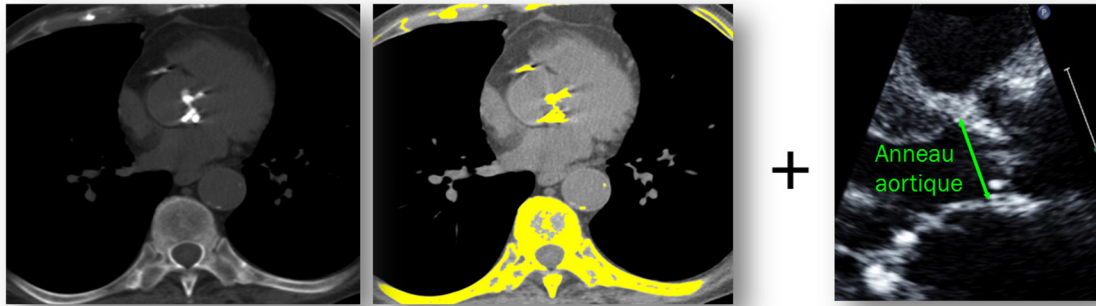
Mesure de la calcification valvulaire aortique par tomographie et indexation par la surface de l'anneau aortique mesurée par échocardiographie Doppler
